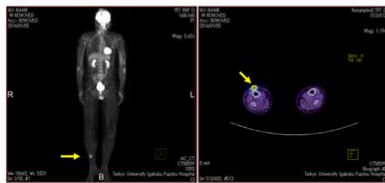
PET-CT findings: Localized abnormal accumulation of fluorodeoxyglucose (FDG) was confirmed on the front right lower extremity.
